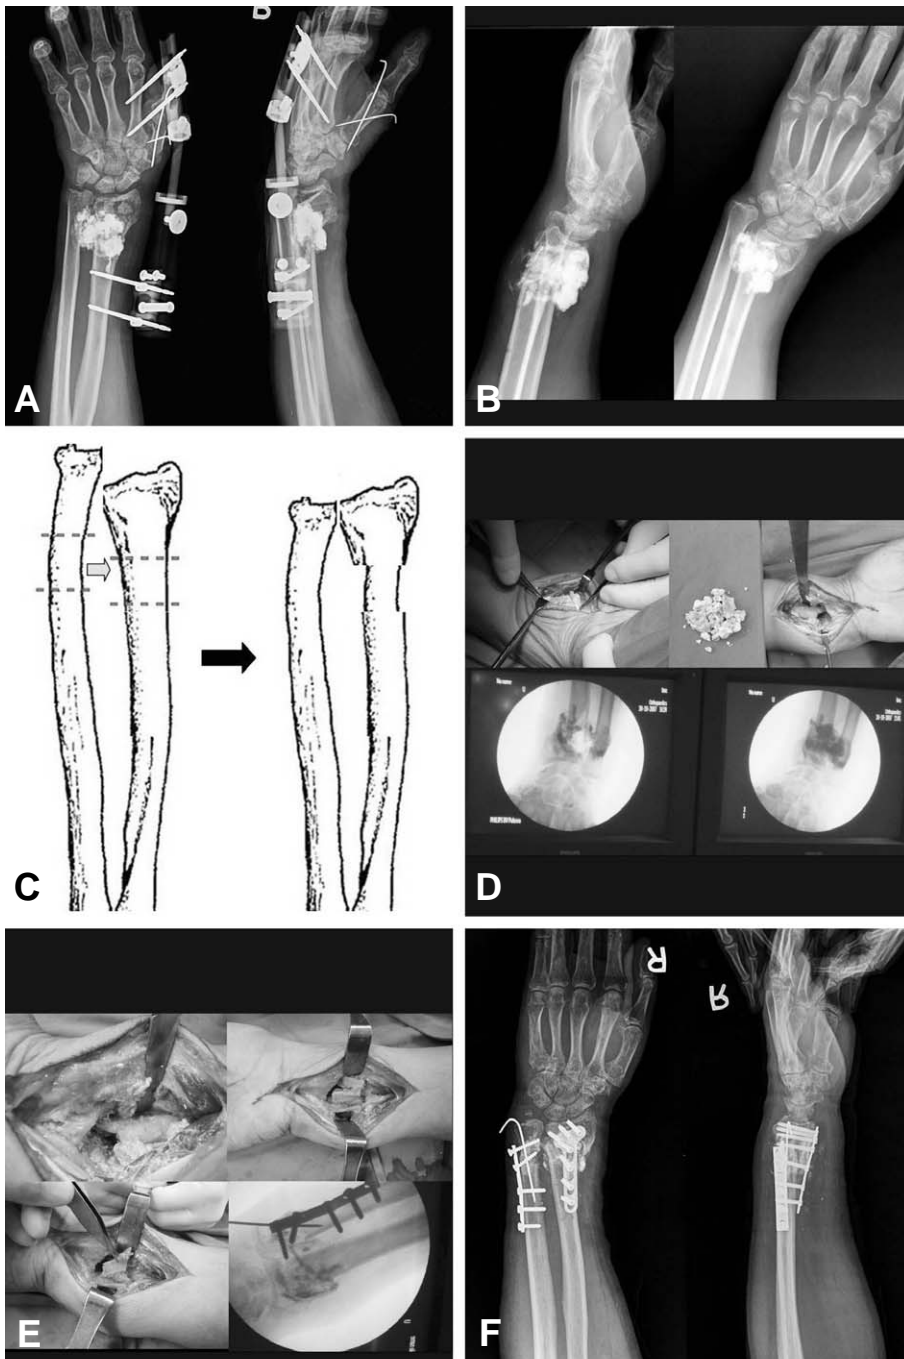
(A) 59-years-old man visited our clinic due to pain of wrist after external fixation of wrist joint and calcium phosphate injection for comminuted distal radius fracture at other hospital. (B) This picture showed collapse of distal radius and protruding of cement mass after removal of external fixator 5 months later after initial operation. (C) This picture showed how segmental ulna bone would be transposed into the gap of radius after cement was removed. (D) All cement was removed. (E) Ipsilateral segmental ulna bone was transposed into gap of radius developed after removal of cement and then fixed by locking compression plate. (F) Postoperative X-ray showed that cement was free, and good alignment.
